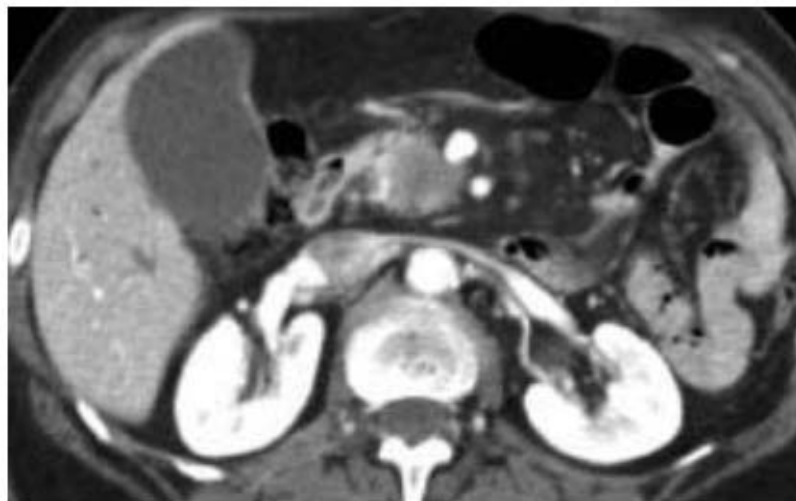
TDM montrant un cancer de la tête du pancréas avec envahissement vasculaire [3]
